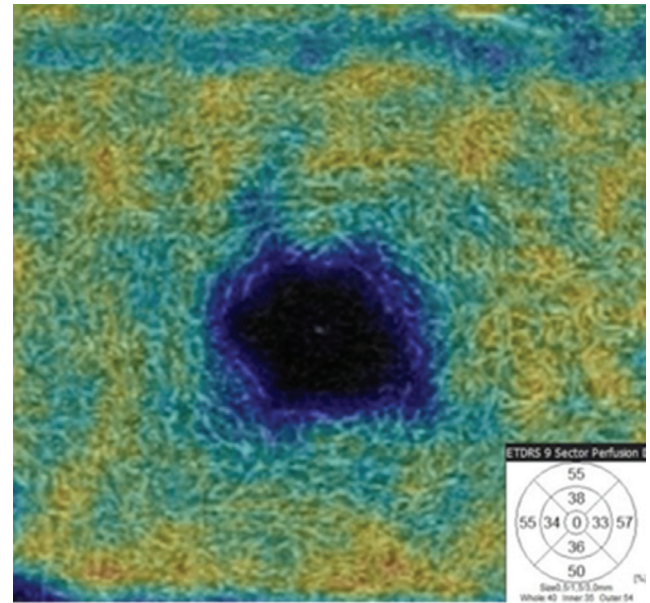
Yüzeysel kapiller pleksus tabakasında FAZ ölçümünü gösteren optik koherens tomografi anjiyografi görüntüsü
